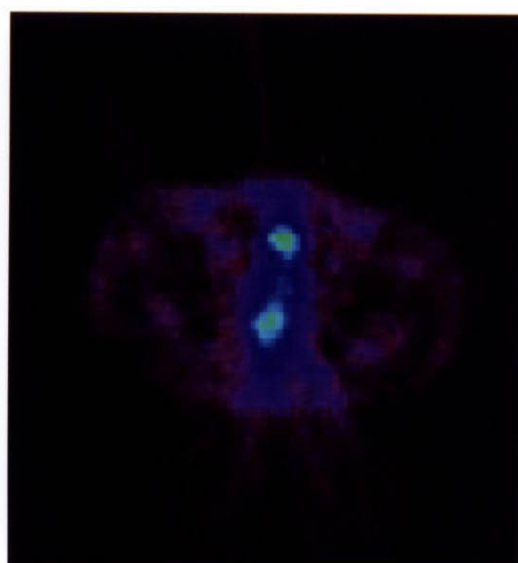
FDG-PET images (supine) of the patient no.16. Before the radiotherapy, a high accumulation was shown (SUVbw-1 = 12.4)(left). After the radiotherapy, the accumulation decreased but remained high (SUVbw-2 = 6.5)(right). High accumulation in the ventral side was the bladder. This patient presented with a metastasis of the lung.
